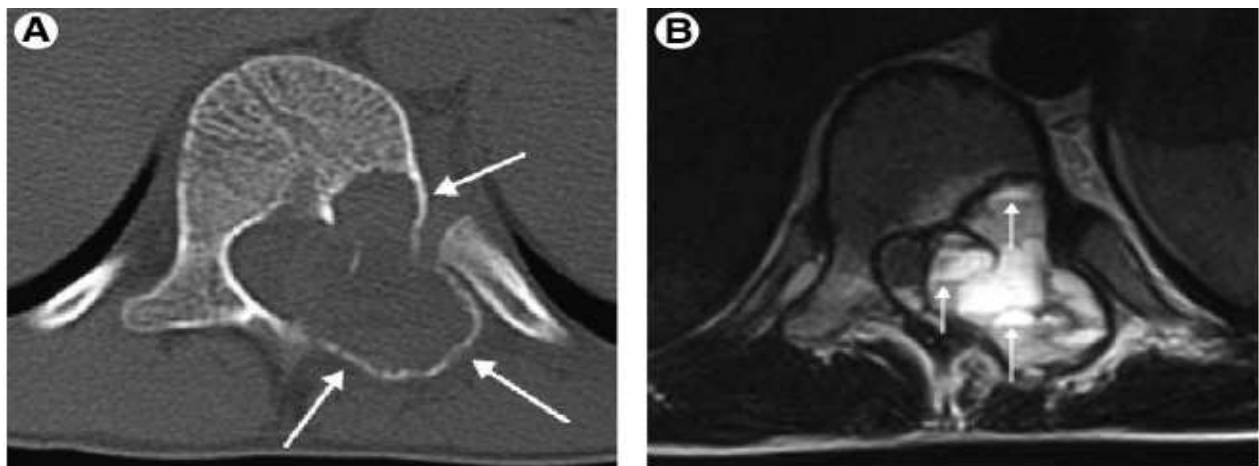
TDM passant par D12 montrant une masse qui se développe au niveau de la partie gauche de l'élément postérieur avec extension vers le corps vertébral (A).
